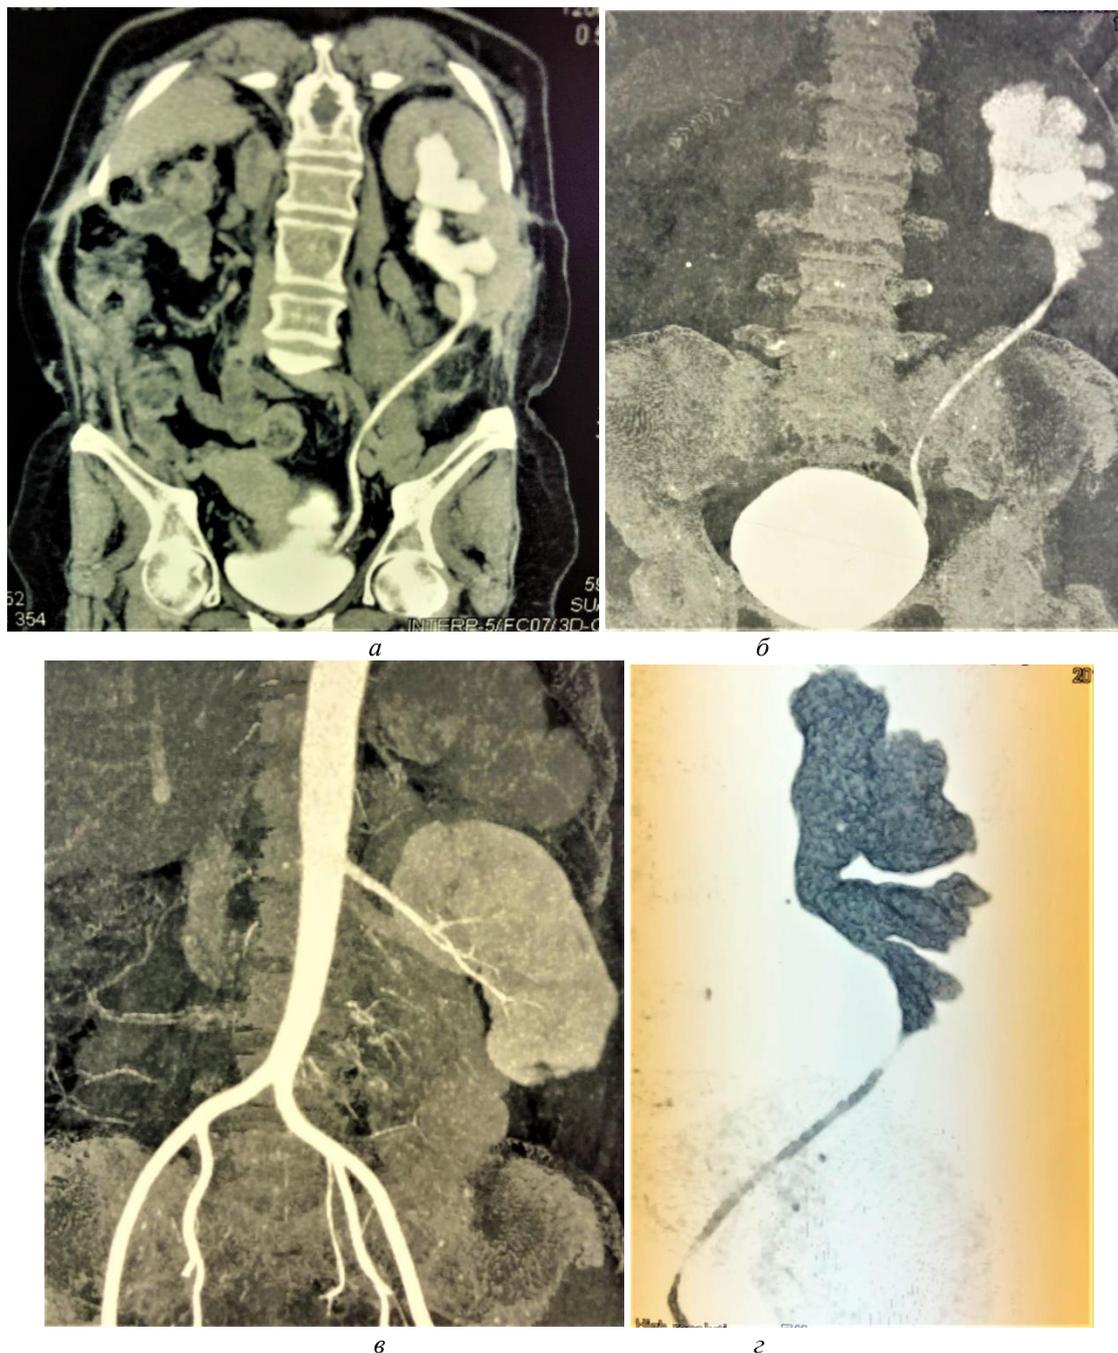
МСКТ пациентки через 3 месяца после повторного уретерокаликаноанастомоза . а,б,г – фронтальные реконструкции демонстрируют хорошую проходимость анастомоза; в – фронтальная реконструкция в артериальную фазу представляет объем оставшейся паренхимы после резекции нижнего полюса единственной почки.
